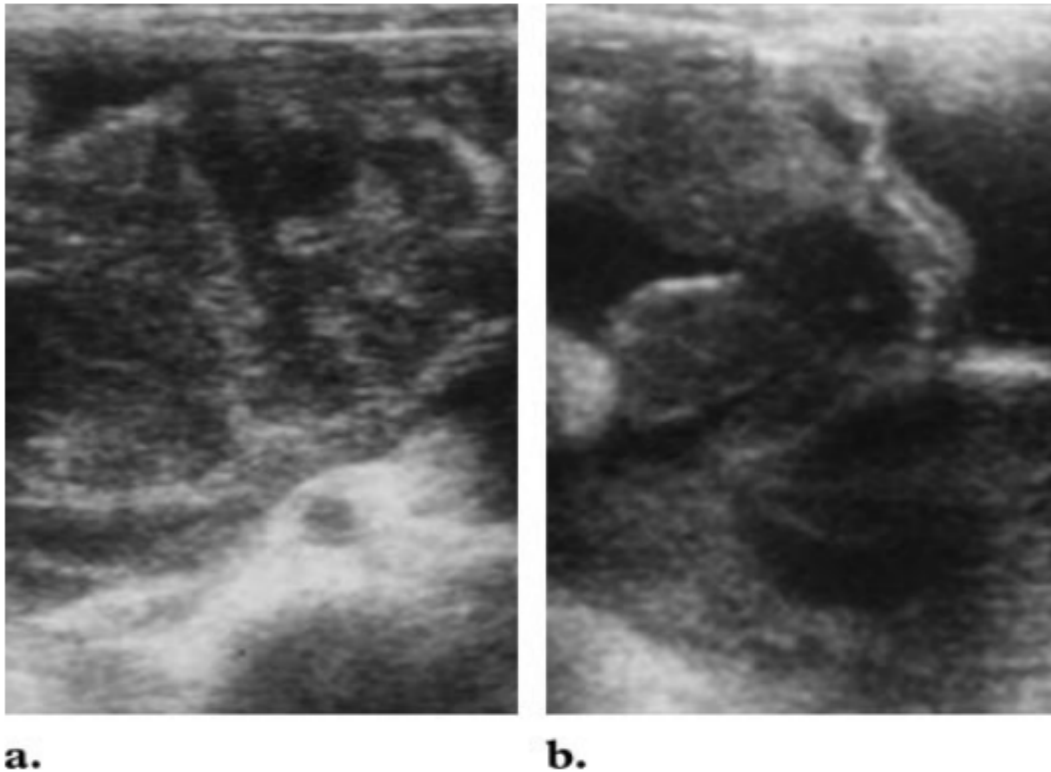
LNH chez un garçon de 14 ans. (a) L'image échographique montre une propagation lymphomateuse dans le mésentère.
